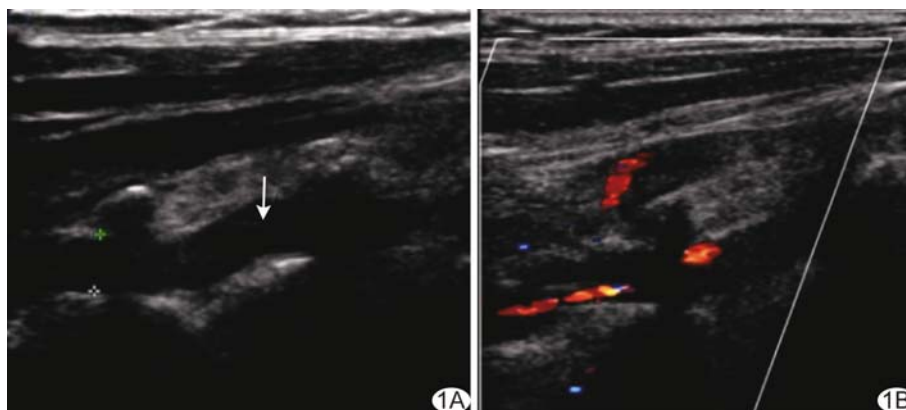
椎动脉夹层超声表现 A. 二维声像图示椎间段椎动脉夹层漂浮的内膜(箭); B. CDFI 示椎间段椎动脉血流信号明亮, 呈“串珠状”, 可见壁内血肿
